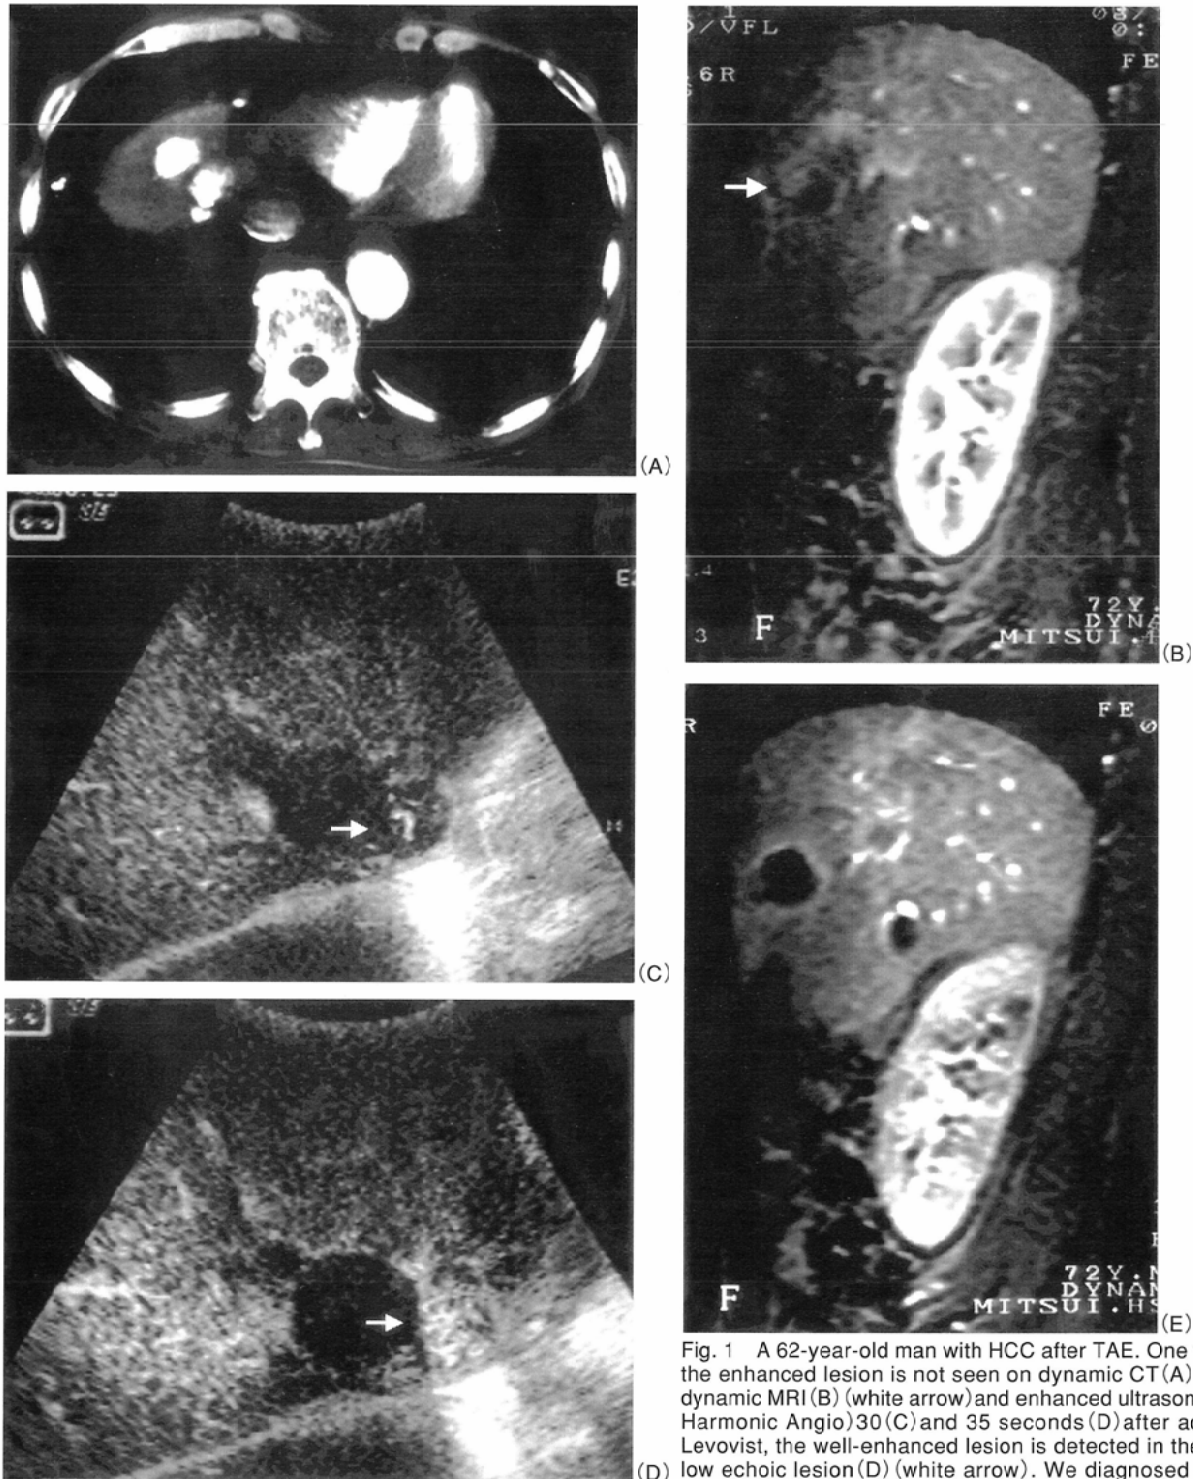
A 62-year-old man with HCC after TAE. One week after TAE, the enhanced lesion is not seen on dynamic CT (A). However, with dynamic MRI (B) (white arrow) and enhanced ultrasonography (Coded Harmonic) 30 (C) and 35 seconds (D) after administration of Levovist, the well-enhanced lesion is detected in the left side of the low echoic lesion (D) (white arrow). We diagnosed this lesion as a viable tumor and performed percutaneous ethanol injection therapy (PEIT) (2ml). One month after the procedure, this area was clearly visualized as a necrotic lesion on dynamic MRI (E).
